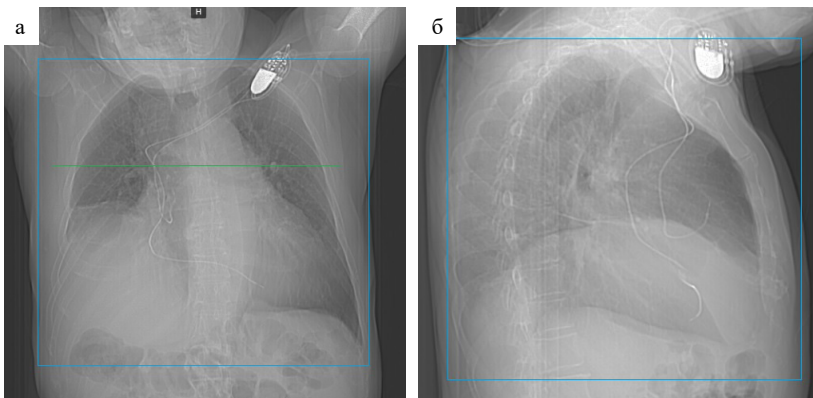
КТ-топограмма для разметки при КТ-АПГ (синий прямоугольник), зеленая линия — уровень зоны интереса (ROI) для установки боллс-трекинга в легочный ствол. а — прямая проекция; б — боковая проекция
